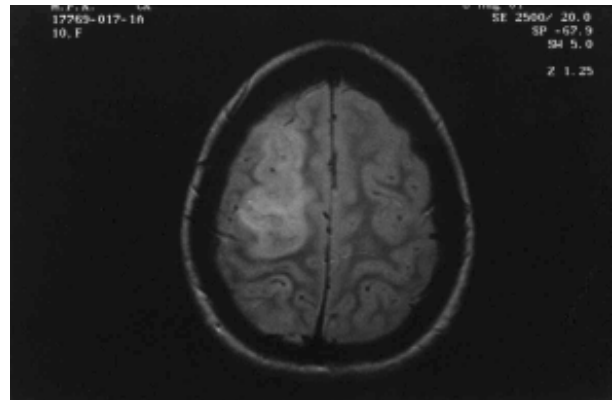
Angio resonancia nuclear magnética. Imagen hipodensa frontoparietal derecha
